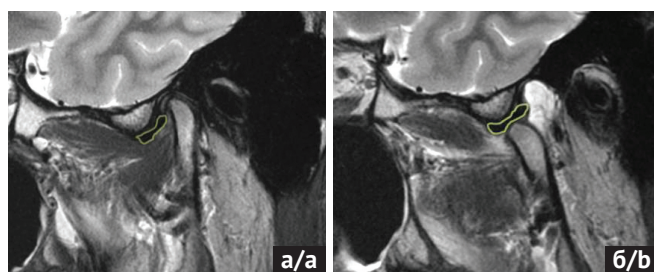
МРТ ВНЧС в сагиттальной плоскости. Полная вентральная дислокация суставного диска с репозицией при открывании рта. а – закрытый рот; б – открытый рот (источник: составлено авторами)
